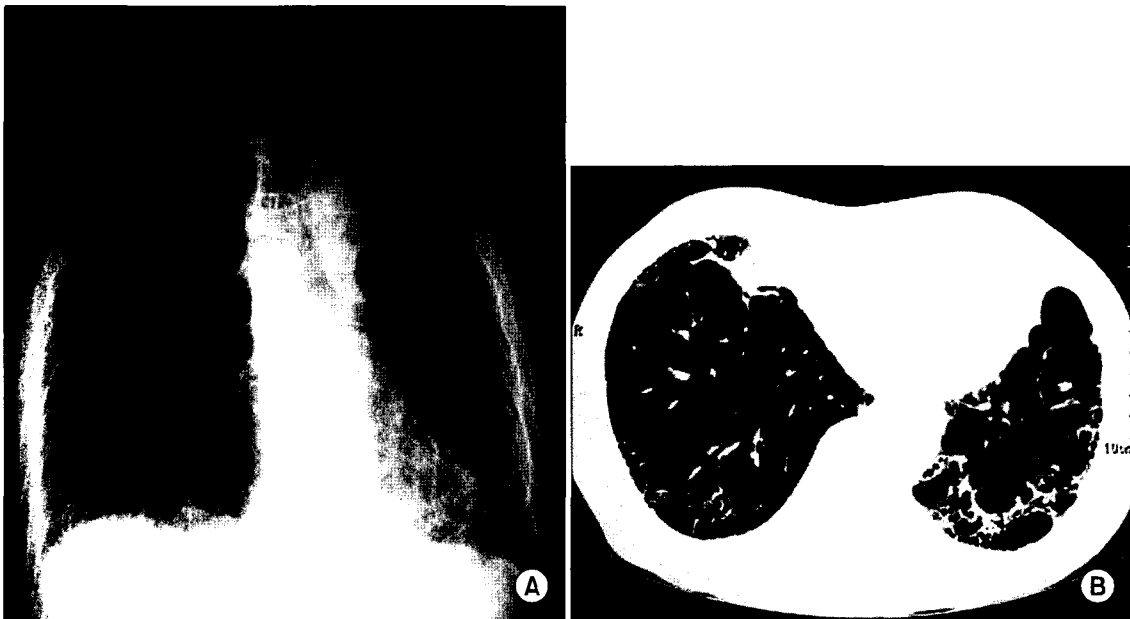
Postoperative chest roentgenogram (A) and thoracic computed tomographic scan (B) showing complete collapse of right lower bulla with cicatrisation and reexpansion of the underlying lung.
